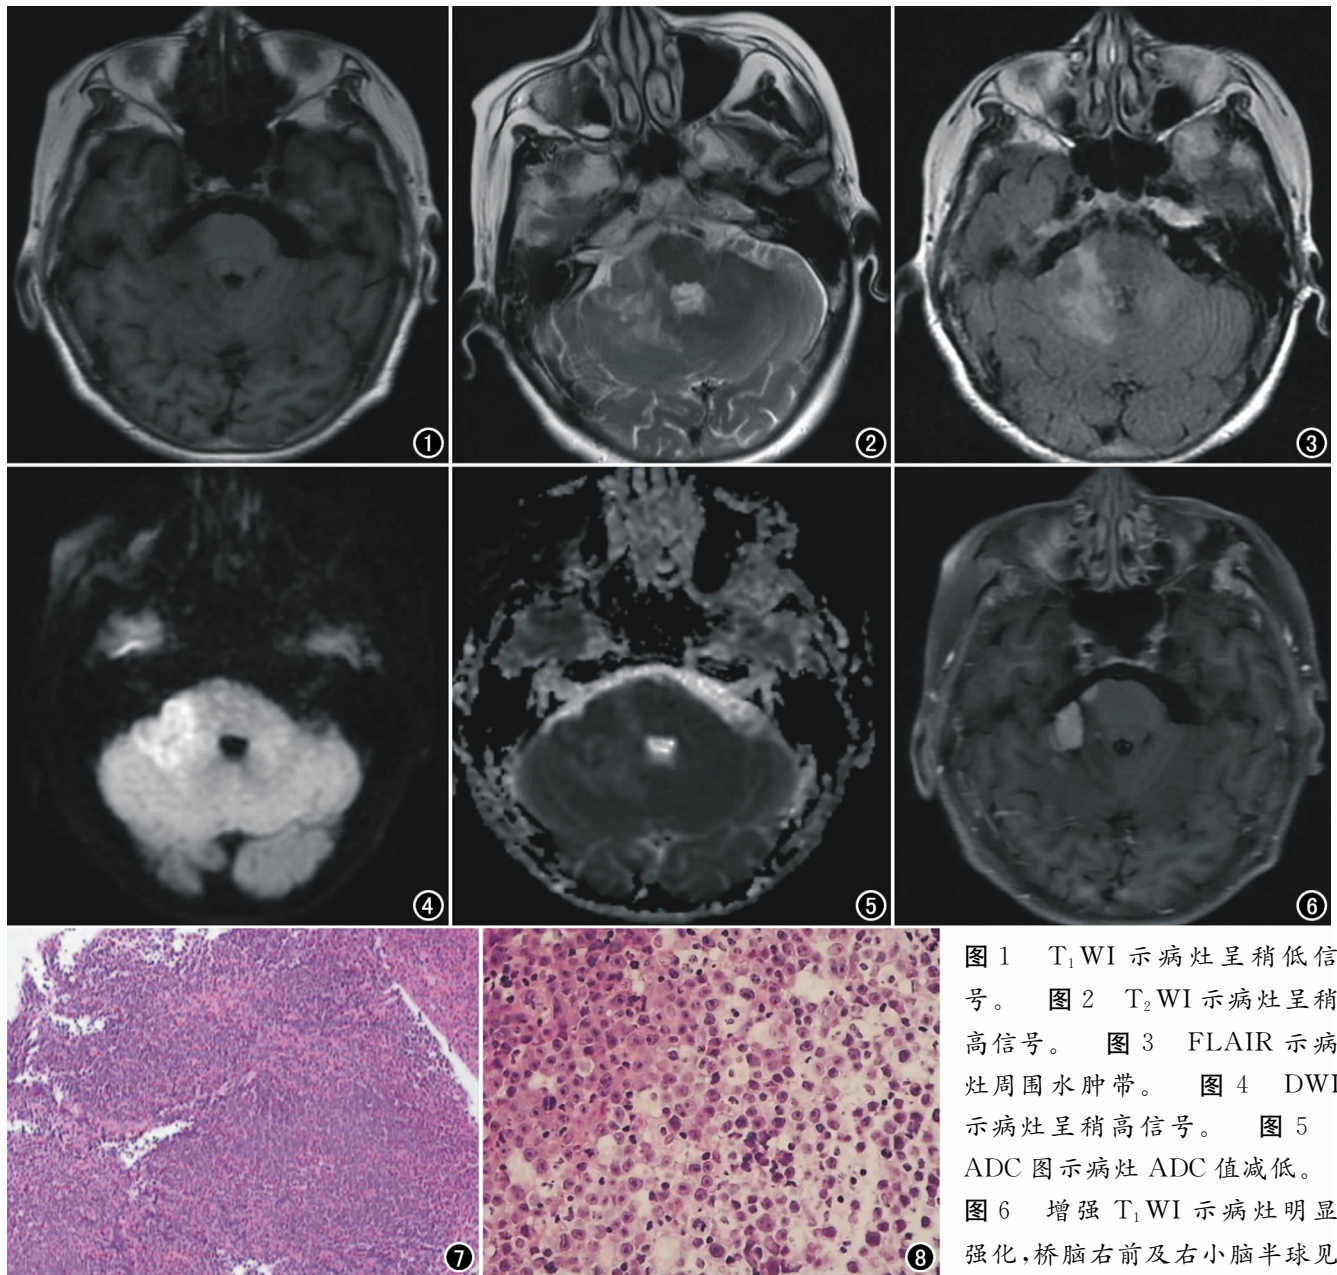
T_1 WI 示病灶呈稍低信号。图 2 T_2 WI 示病灶呈稍高信号。图 3 FLAIR 示病灶周围水肿带。图 4 DWI 示病灶呈稍高信号。图 5 ADC 图示病灶 ADC 值减低。图 6 增强 T_1 WI 示病灶明显强化,桥脑右前及右小脑半球见
